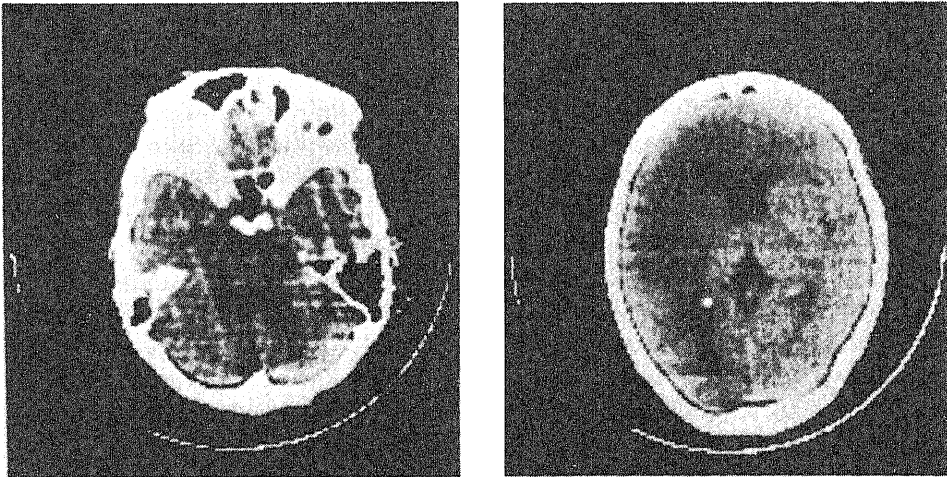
症例3. 脳血栓を生じた症例の脳CTスキャン像：脳幹部に herniation sign が認められ、かつ左大脳半球全体の low density area が著明である。
